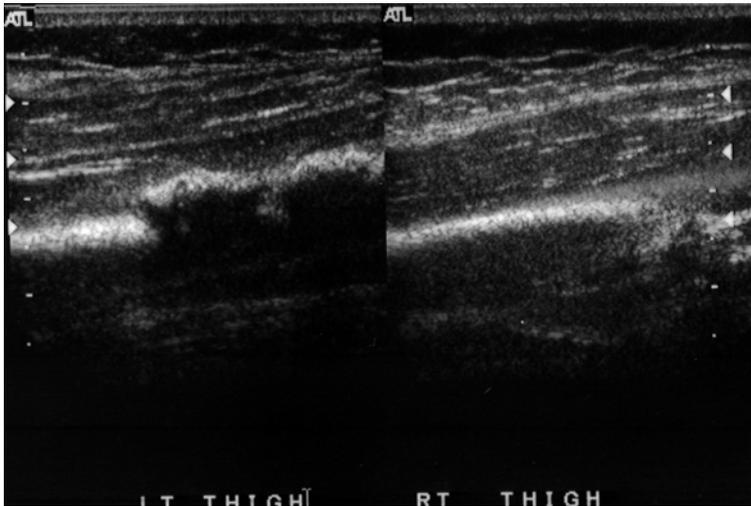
超音波縱切圖。探頭置於股骨中段前內側與股骨平行。左圖為左側股骨(患側)，右圖為右側股骨同一位置(正常側)。可見到左股骨皮質不連續(cortical disruption)和不連續骨上高回音不規則(hyperechoic irregularity)為骨痂。肌肉的厚度和皮下組織的厚度並無明顯增加也未見到血腫。
